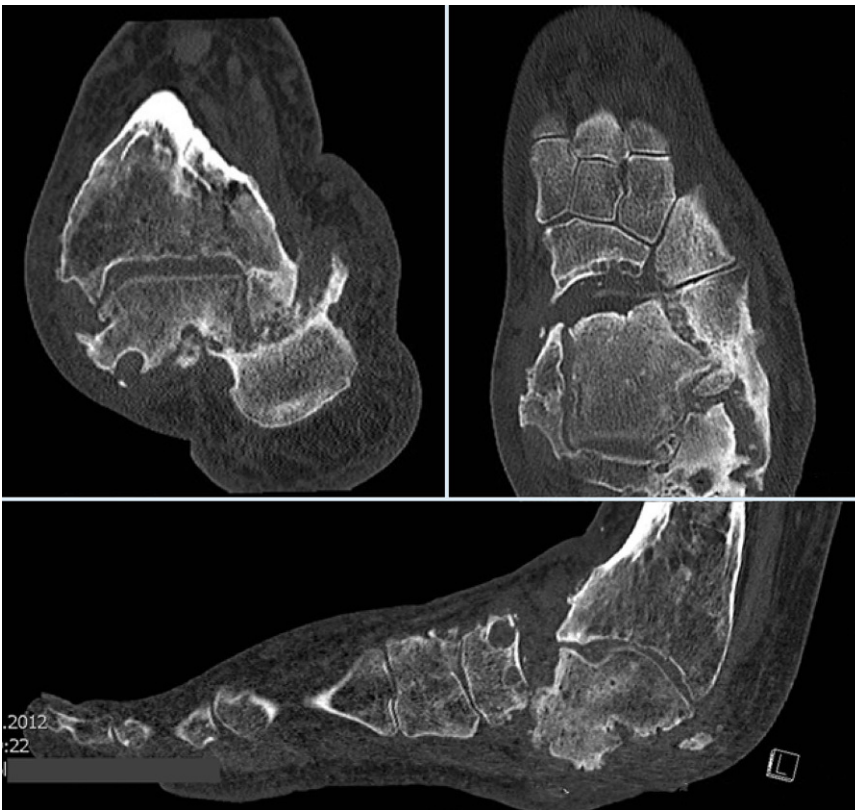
▲ Präoperative computertomographische Darstellung der Defektsituation. (Aus [10])
